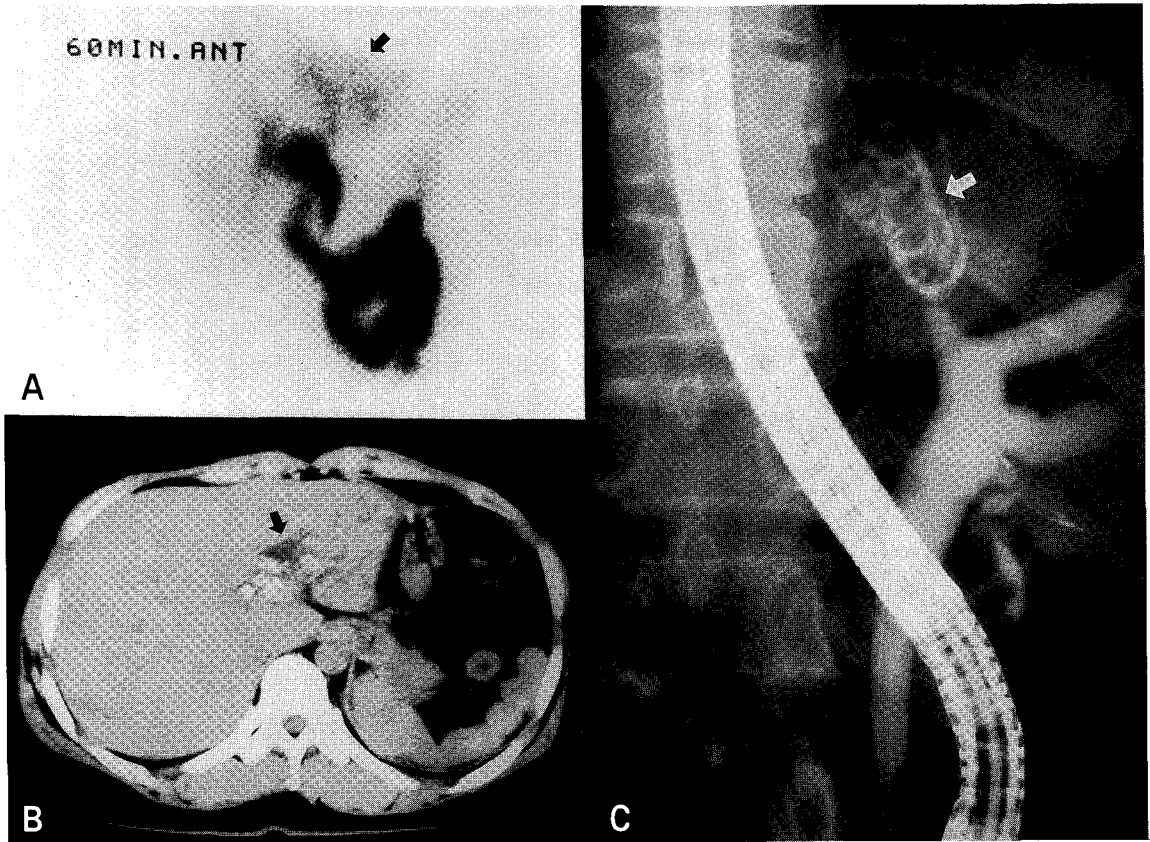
Segmental parenchymal excretion delay due to inhepatic stone. Tc-99m DISIDA (Fig. 1A) scan showed the segmental parenchymal excretion delay on the lateral segment of left lobe. Abdominal CT (Fig. 1B) and ERC (Fig. 1C) confirmed multiple stones in dilated left intrahepatic duct.
